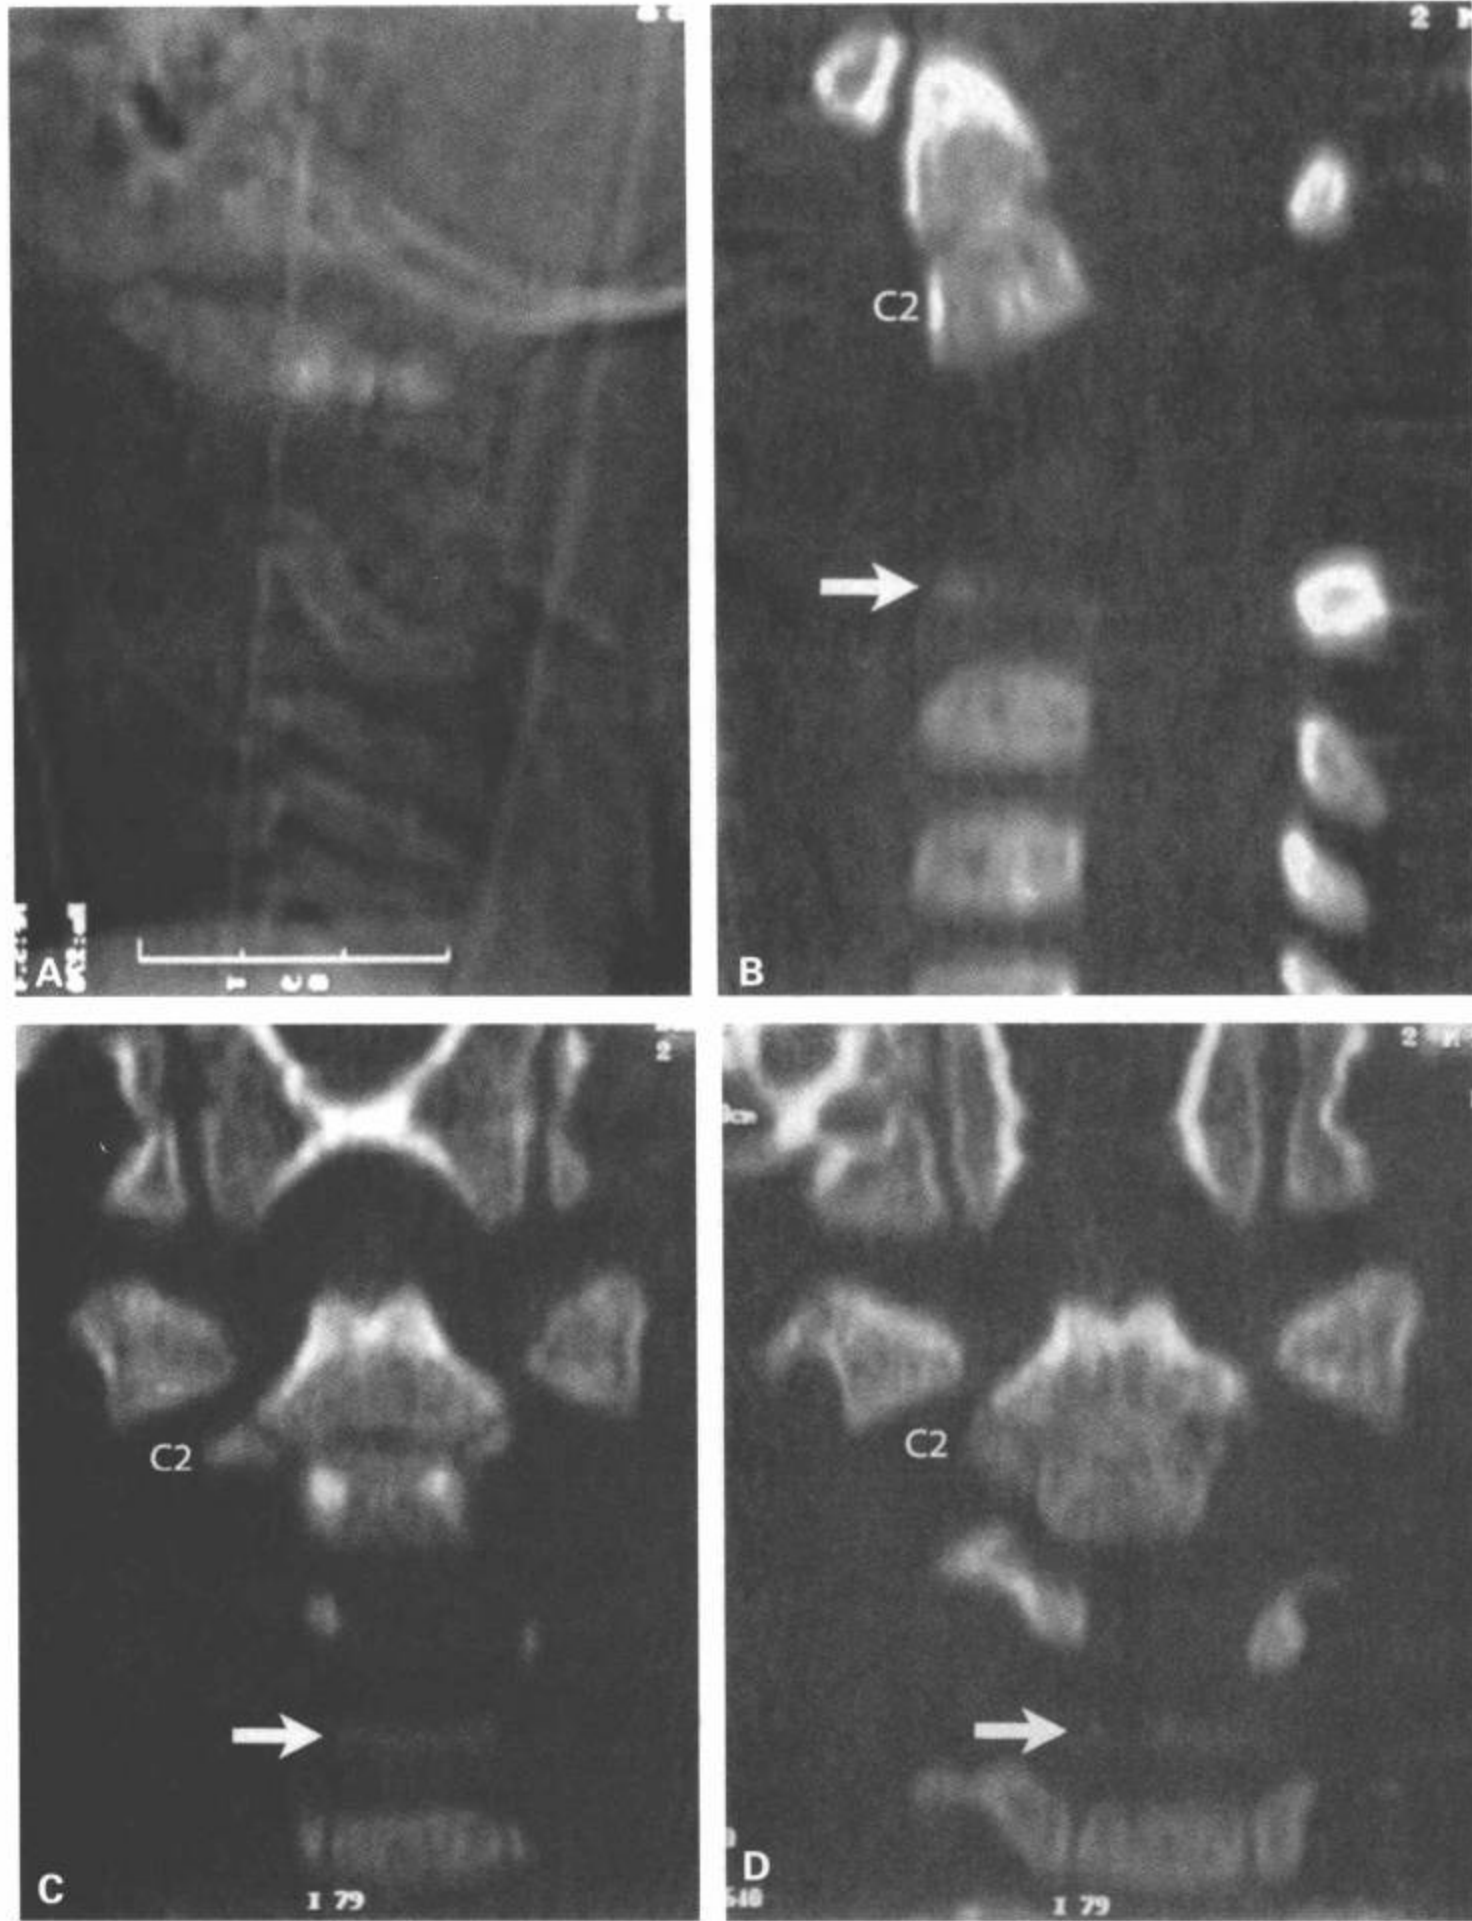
III 型齿突骨折。27 个月婴儿，在汽车内从车座位上弹出，导致四肢瘫和下跳性眼震。CT 侧位定位像（A）、CT 矢状面重组（B）、系列的 CT 冠状面重组图像（C、D、E、F）及矢状面 MRI STIR 图像（G）显示 C2 最下部骨折（B、C、D 中箭）伴明显分离和脊椎后凸畸形。椎前和椎后软组织肿胀，颈髓内明显的异常信号（G 中星）符合颈髓断裂。后纵韧带断裂和后部软组织内所示的 T2 高信号（G 中箭）为不稳定损伤的征象。（续）
